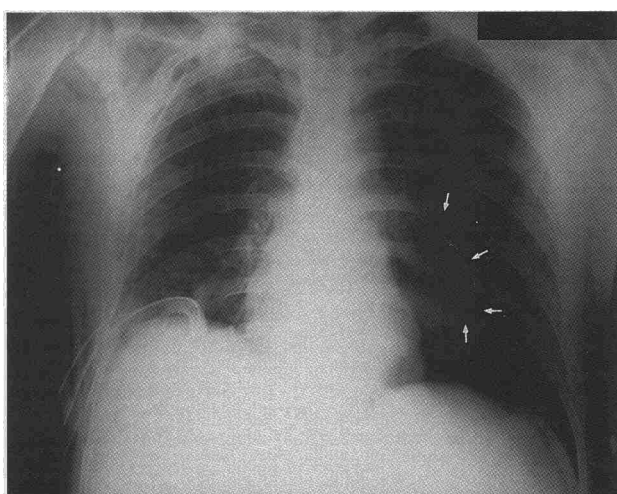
Radiografía de tórax postquirúrgica tras la abrasión pleural derecha en donde se observa un neumotórax izquierdo.
